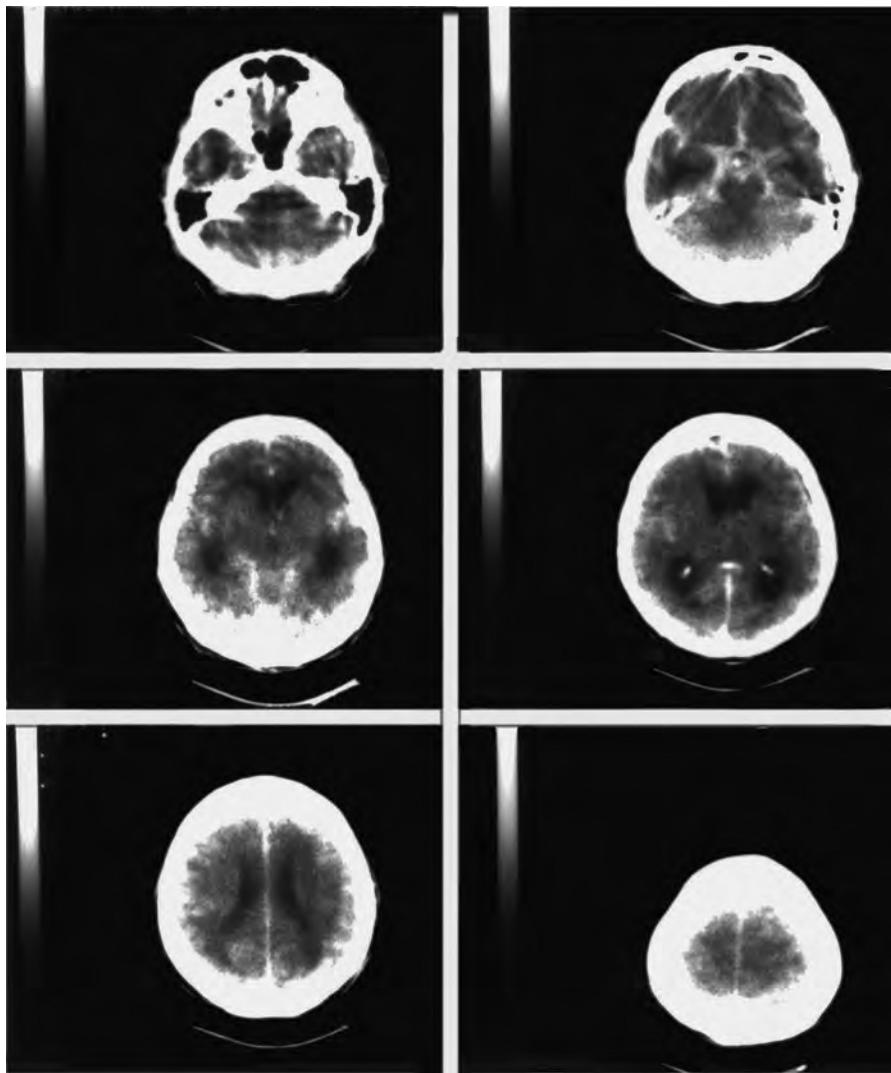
TC caso nº 3. Hemorragia subaracnóidea com sangue intraventricular.
